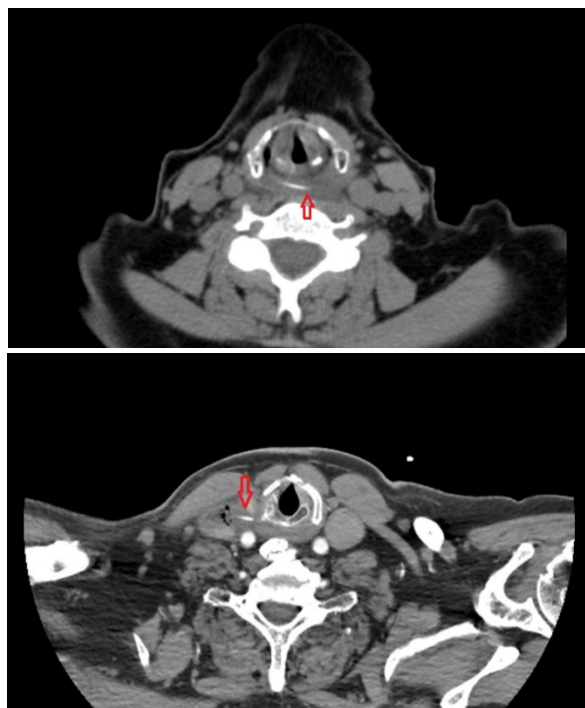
КТ-ознаки стороннього тіла.
